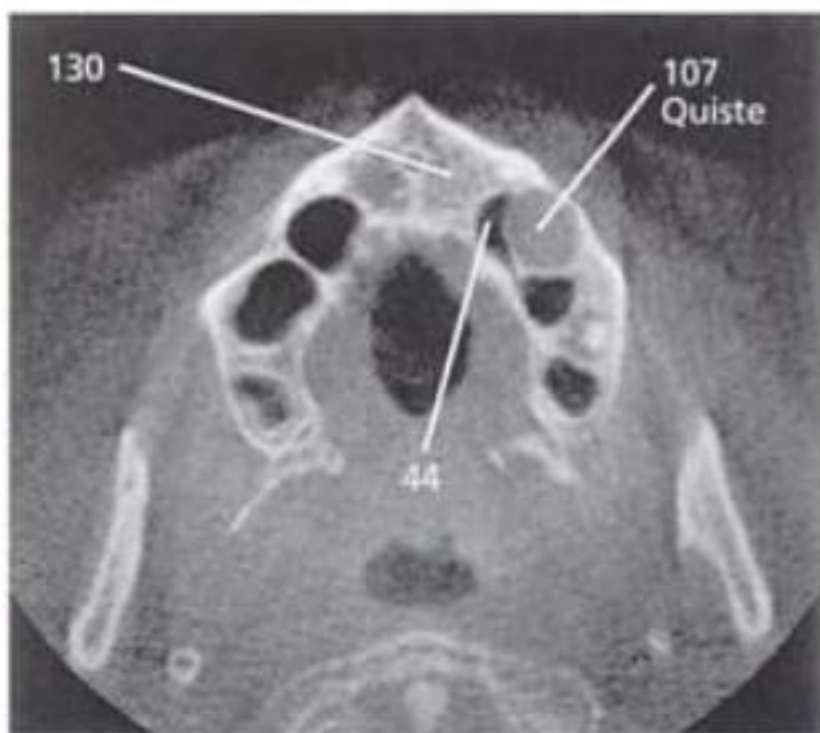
Valoración de los puntos de mineralización con un método de escala de grises, similar al método de los números de Hounsfield, adoptada por la TC volumétrica. Los números corresponden a áreas de mayor o menor densidad, aun sin clasificación precisa, con una variabilidad entre el mínimo (0 = aire) y máximo (255 = metal).
